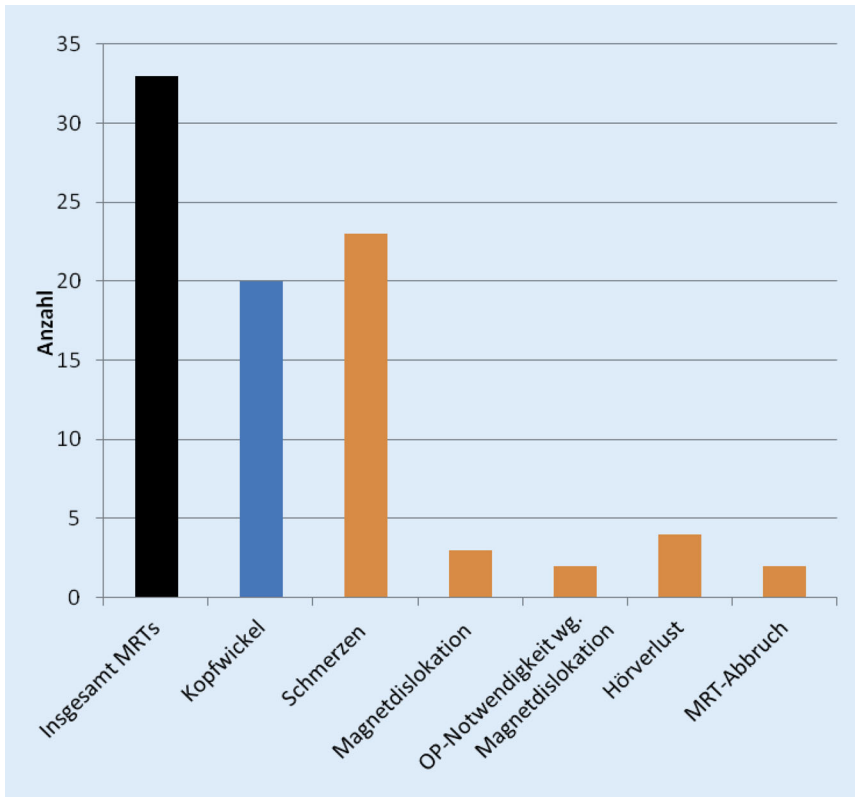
▲ Komplikationen und Vorsichtsmaßnahmen bei MRT-Untersuchungen von CI-Patienten
